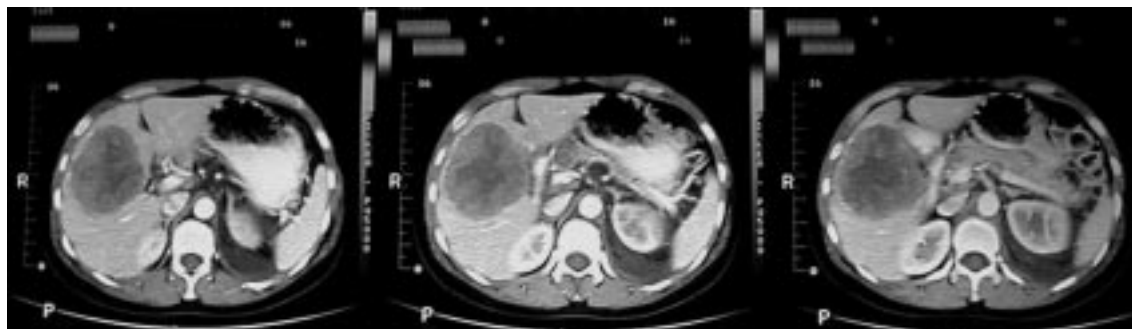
TAC de abdomen, diciembre 2002. Recidiva metástasis hepática.
